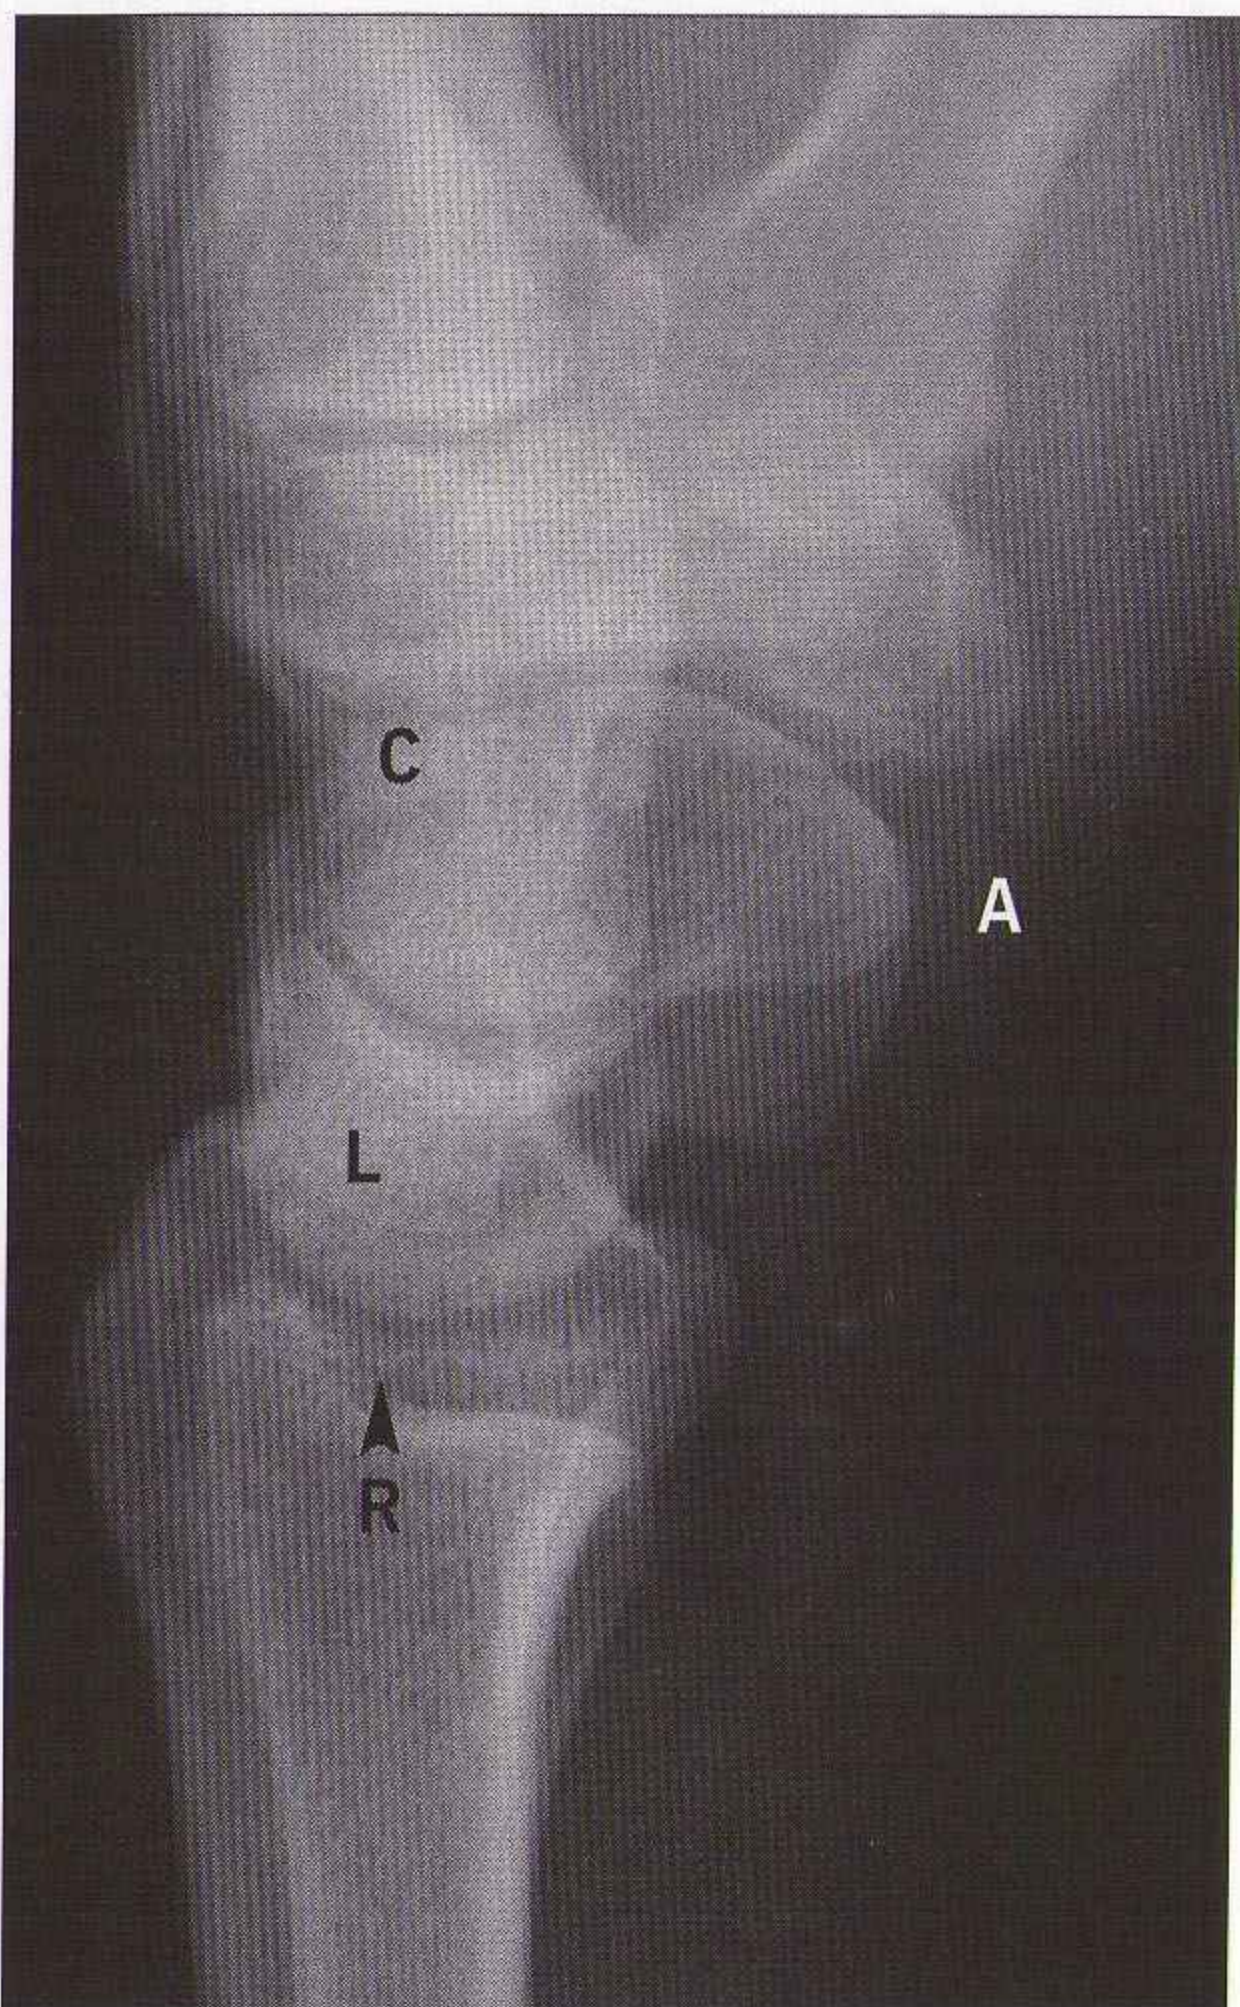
Radiographie de profil : poignet normal. Importance de l'alignement et de la congruence entre le radius (R), le lunatum (L) et le capitatum (C). A : antérieur.
